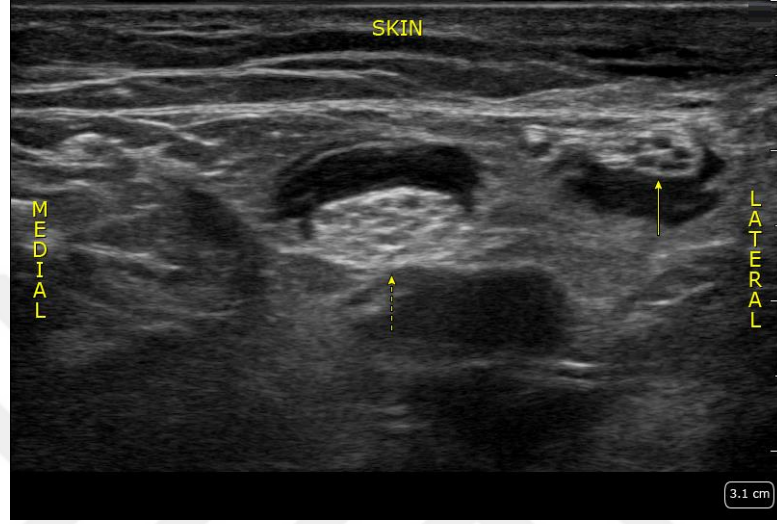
Out of plane tekniğinde iğne pozisyonu ve USG de görünümü
